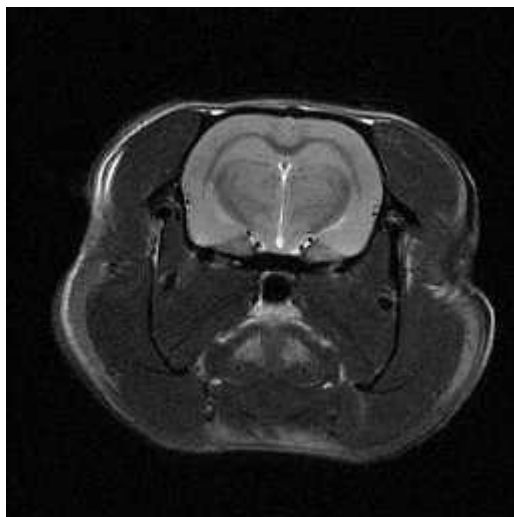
Ejemplo de corte transaxial de una *MRI* de rata.
